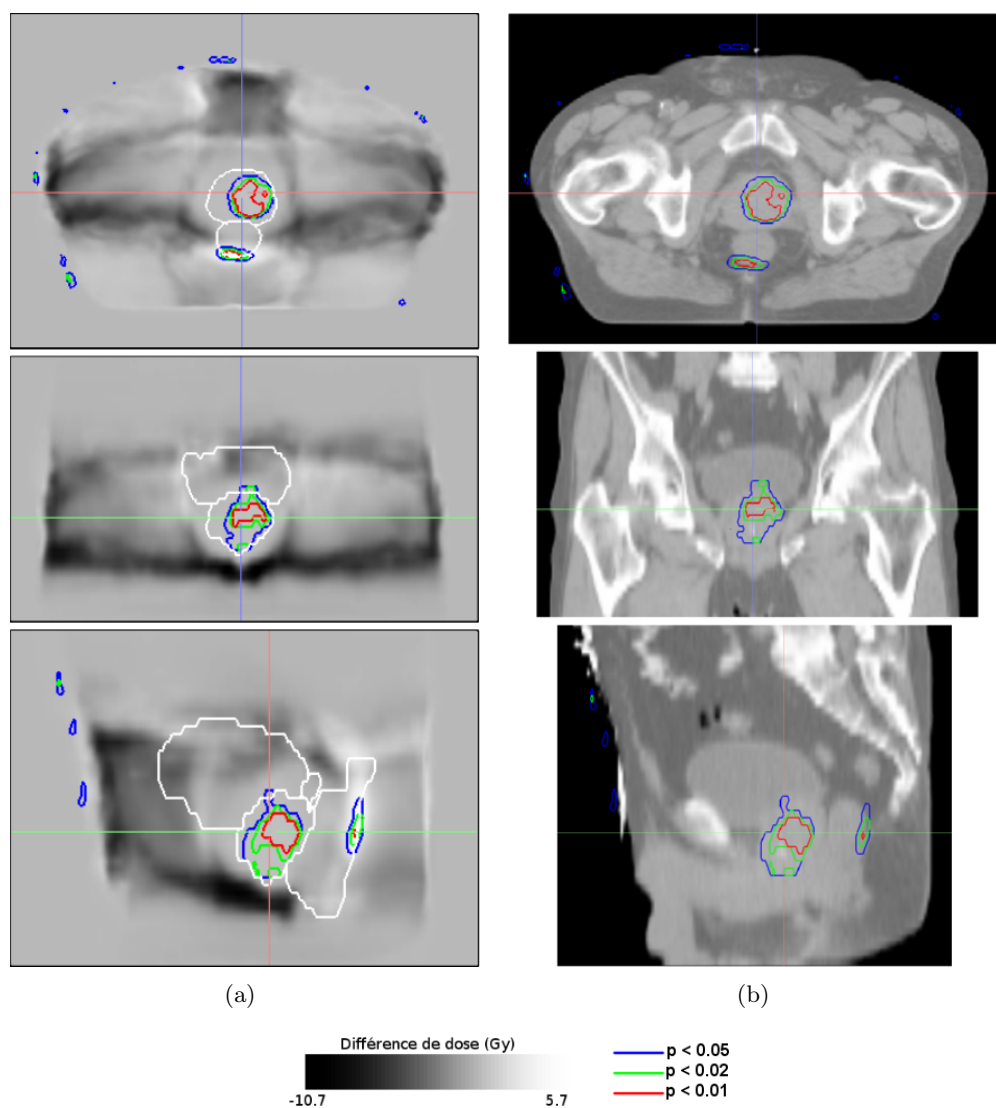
a) Cartes de différences de doses entre les patient SR et les patients AR à haut risque (suivant la classification de d’Amico) de l’hôpital A. (b) TDM du patient modèle. Les régions de différences de dose significatives ($p < 0.05$, 0.02 et 0.01) sont représentées en couleur.
